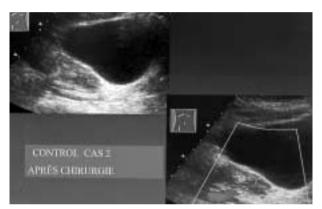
Ecografía doppler caso 2.
